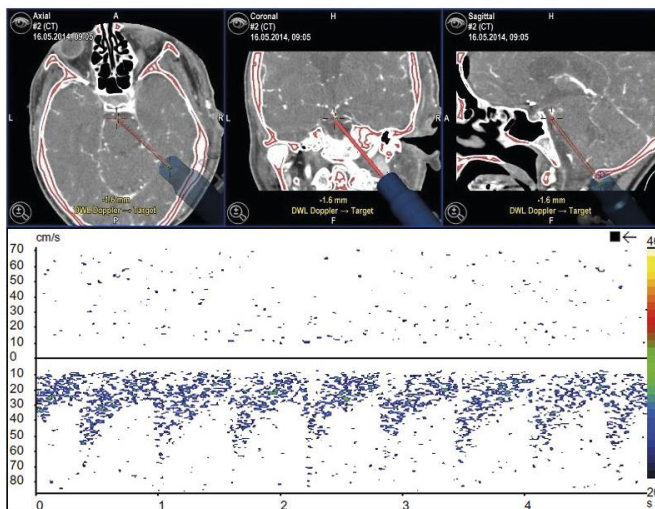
Neuronavigierte transkranielle Dopplersonographie infratentorieller Gefäßabschnitte
